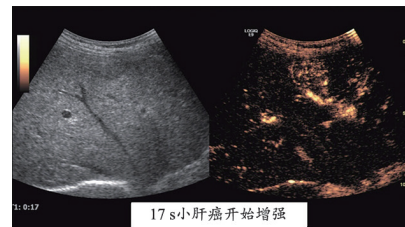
造影剂注入17 s后病灶区开始强化,即此时造影剂开始进入病灶(左侧为普通二维超声图像,右图为超声造影图像,下同)。
